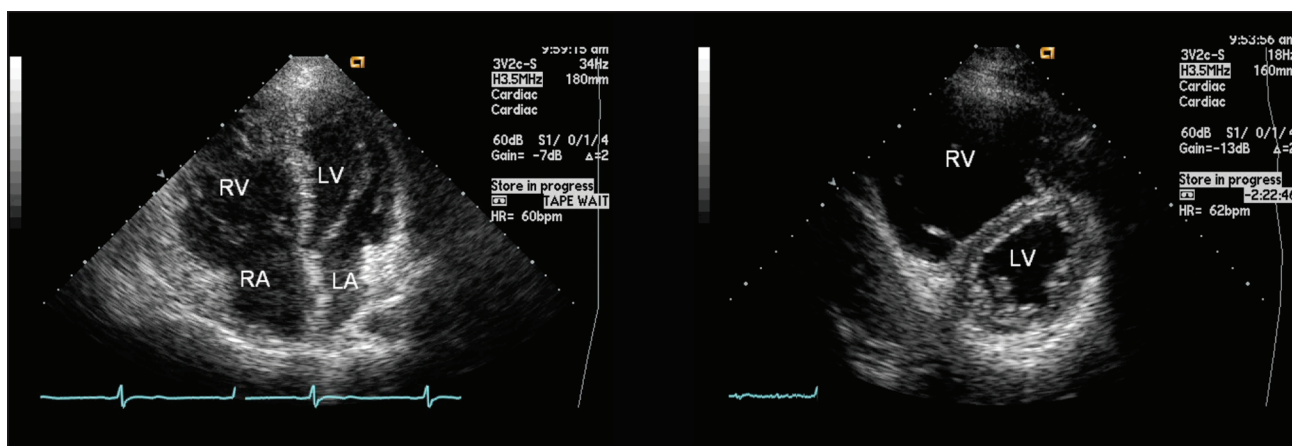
Ecocardiograma em corte apical quatro câmaras e paraesternal eixo curto, mostrando dilatação e hipocinesia do ventrículo direito em paciente com displasia arritmogênica do ventrículo direito recuperado de morte súbita.
